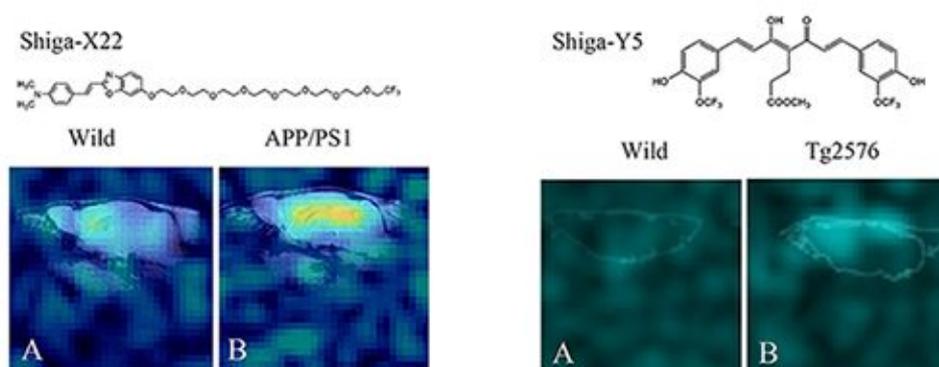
左：野生型マウス（A）と APP/PS1 モデルマウス（B）に 200 mg/kg の Shiga-X22 を投与して 7 テスラ MRI で画像化した。右：野生型マウス（A）と Tg2576 モデルマウス（B）に 200 mg/kg の Shiga-Y5 を投与して 7 テスラ MRI で画像化した。
